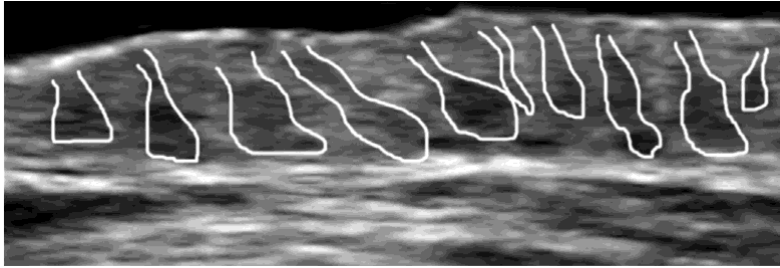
Presentazione ecografica delle unità follicolari patologiche. Esse appaiono distorte e dilatate nel segmento inferiore, assumendo un caratteristico aspetto a clava(157).
